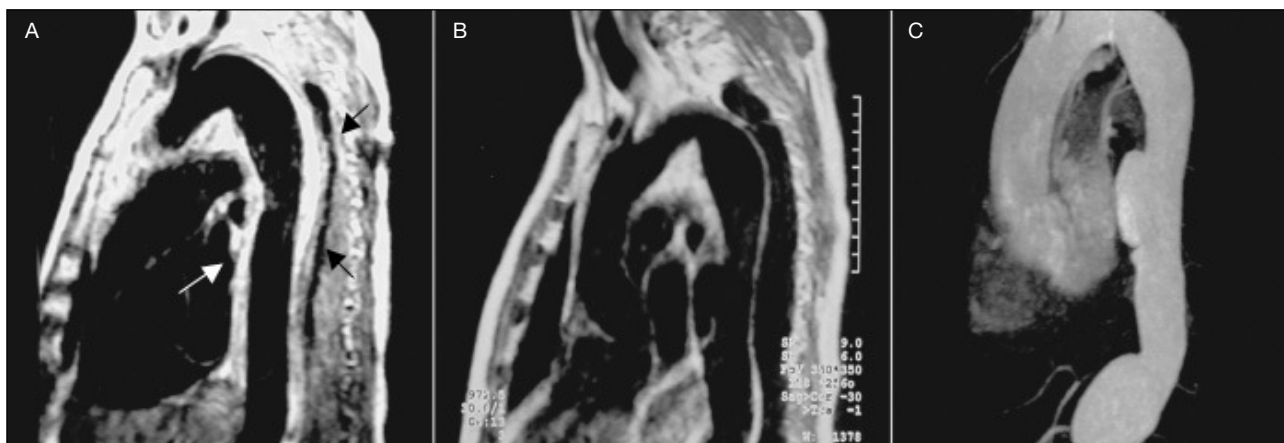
Estudios de resonancia magnética en el seguimiento de un hematoma de aorta descendente. A: fase aguda. B: a los 6 meses de seguimiento. C: a los 2 años de seguimiento, donde se aprecian 2 imágenes de pseudoaneurisma. Las flechas señalan el hematoma en la fase aguda.
